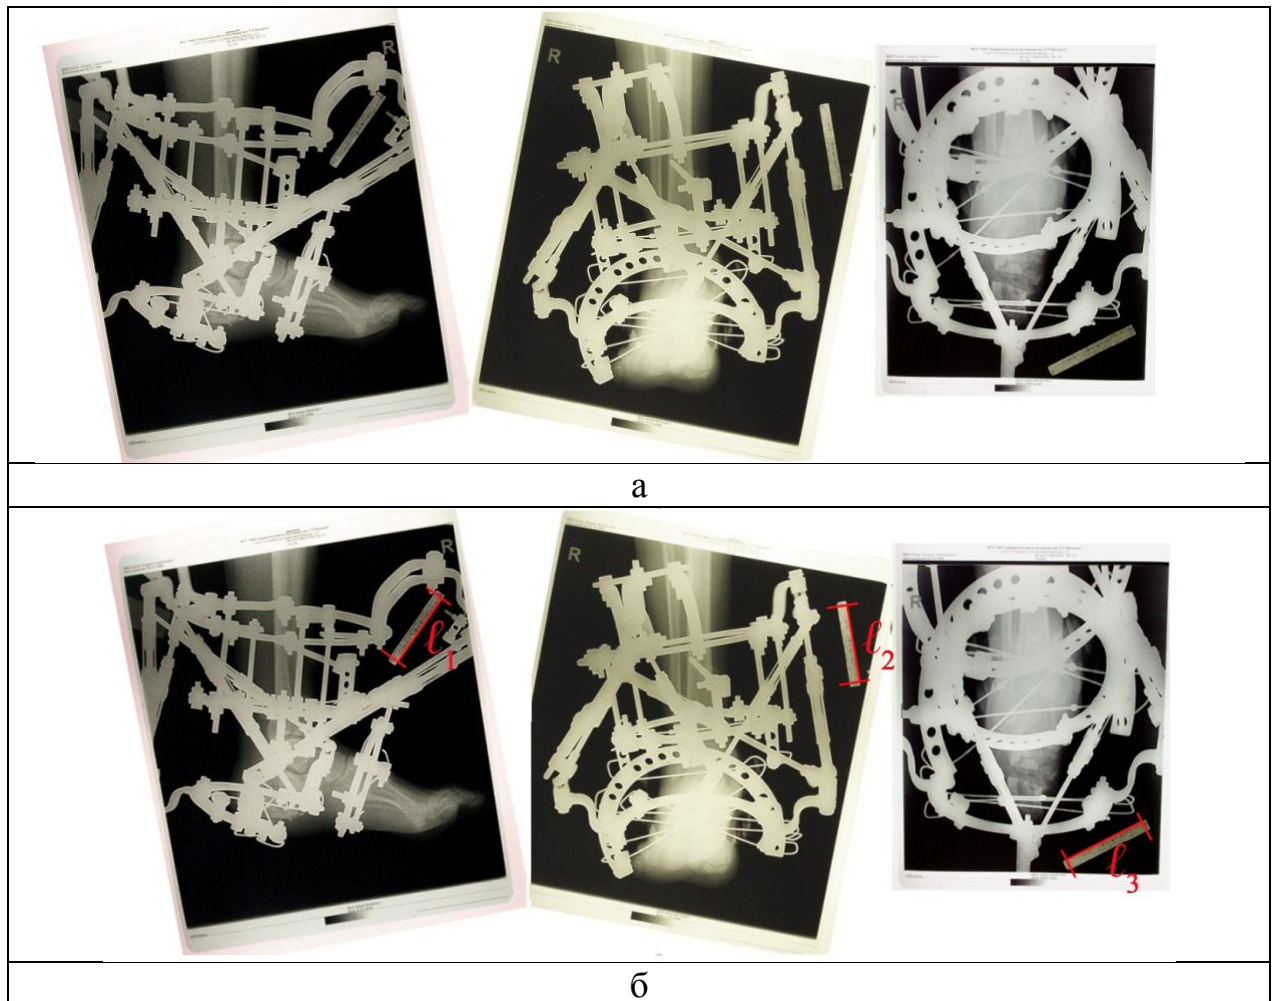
Установка и масштабирование рентгенограмм: а – сопоставление рентгенограмм в боковой, прямой и аксиальной проекциях с вертикальной ориентацией оси большеберцовой кости; б – проведение масштабирования, чтобы $\ell_1 = \ell_2 = \ell_3$
